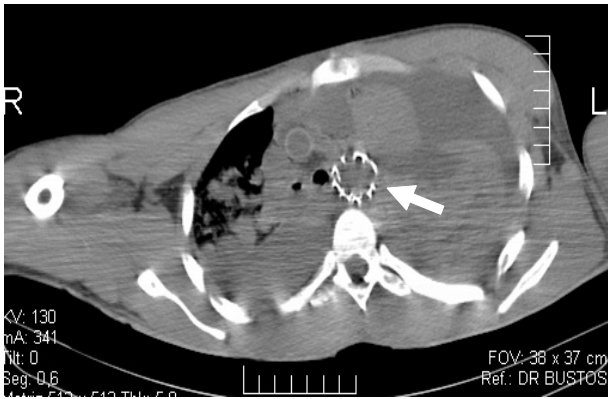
TAC post-mortem - Hemotórax masivo.
